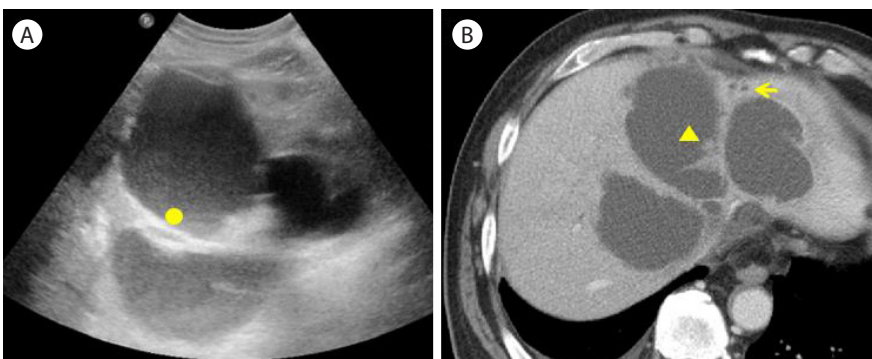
Biliary cystadenoma. A multilocular cystic tumour is shown on the ultrasonography (A) and computed tomography (B). (A) A circle indicates the septum, (B) An arrow indicates the presence of upstream bile duct dilatation, and a triangle indicates the mural node on the cystic wall.
